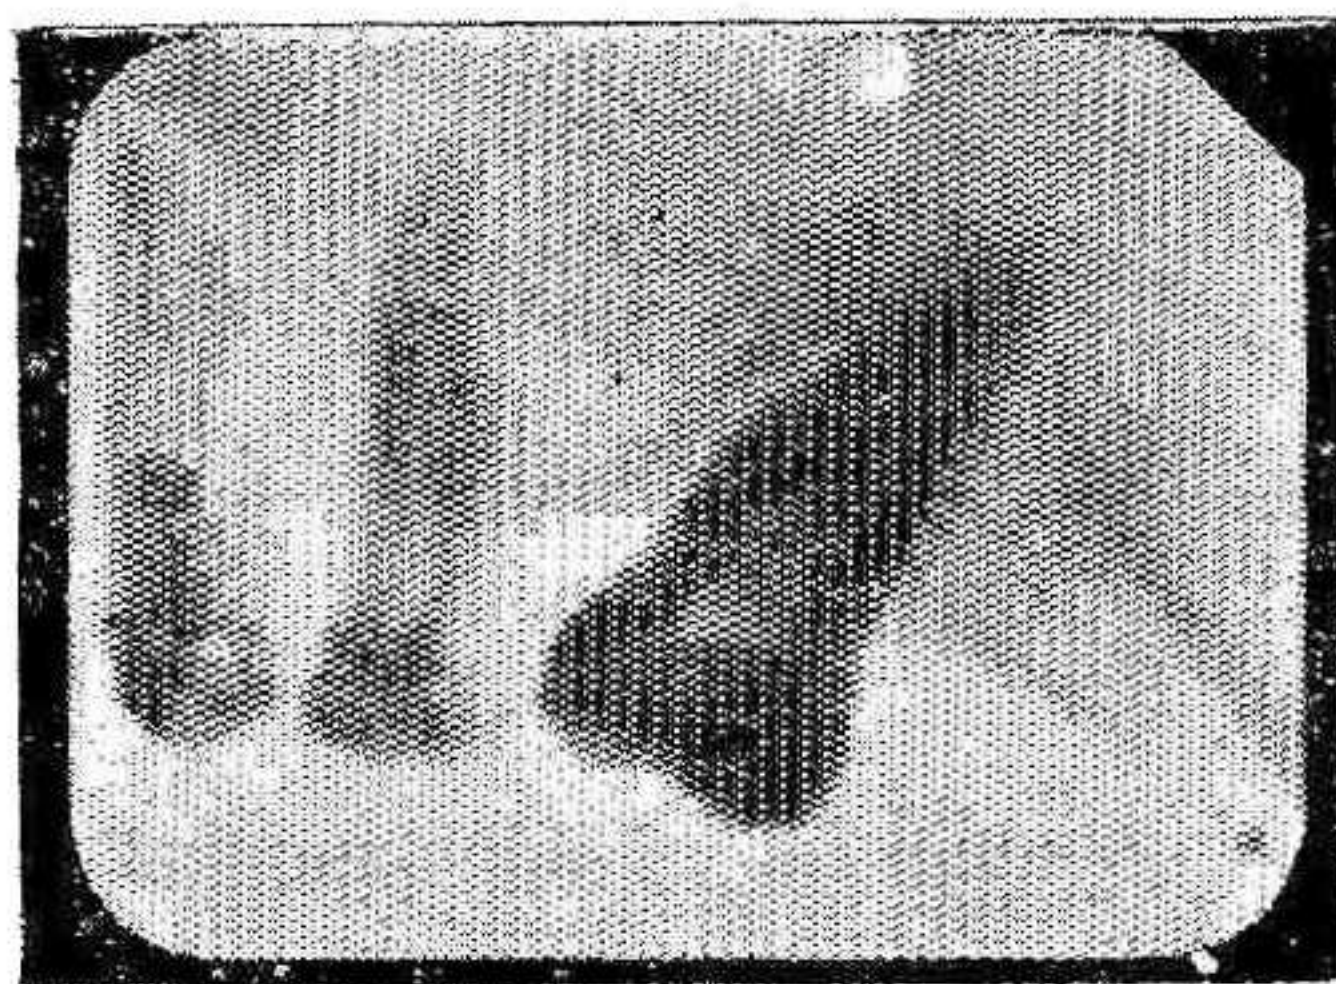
Radiografía de un primer bicúspide inferior izquierdo quince días después de reimplantado, acusando una gran reabsorción de la raíz
